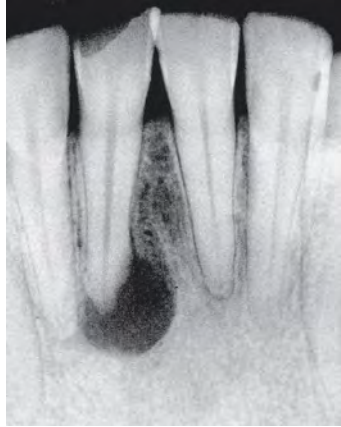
Radiografía de una periodontitis apical debida a una infección intrarradicular primaria
